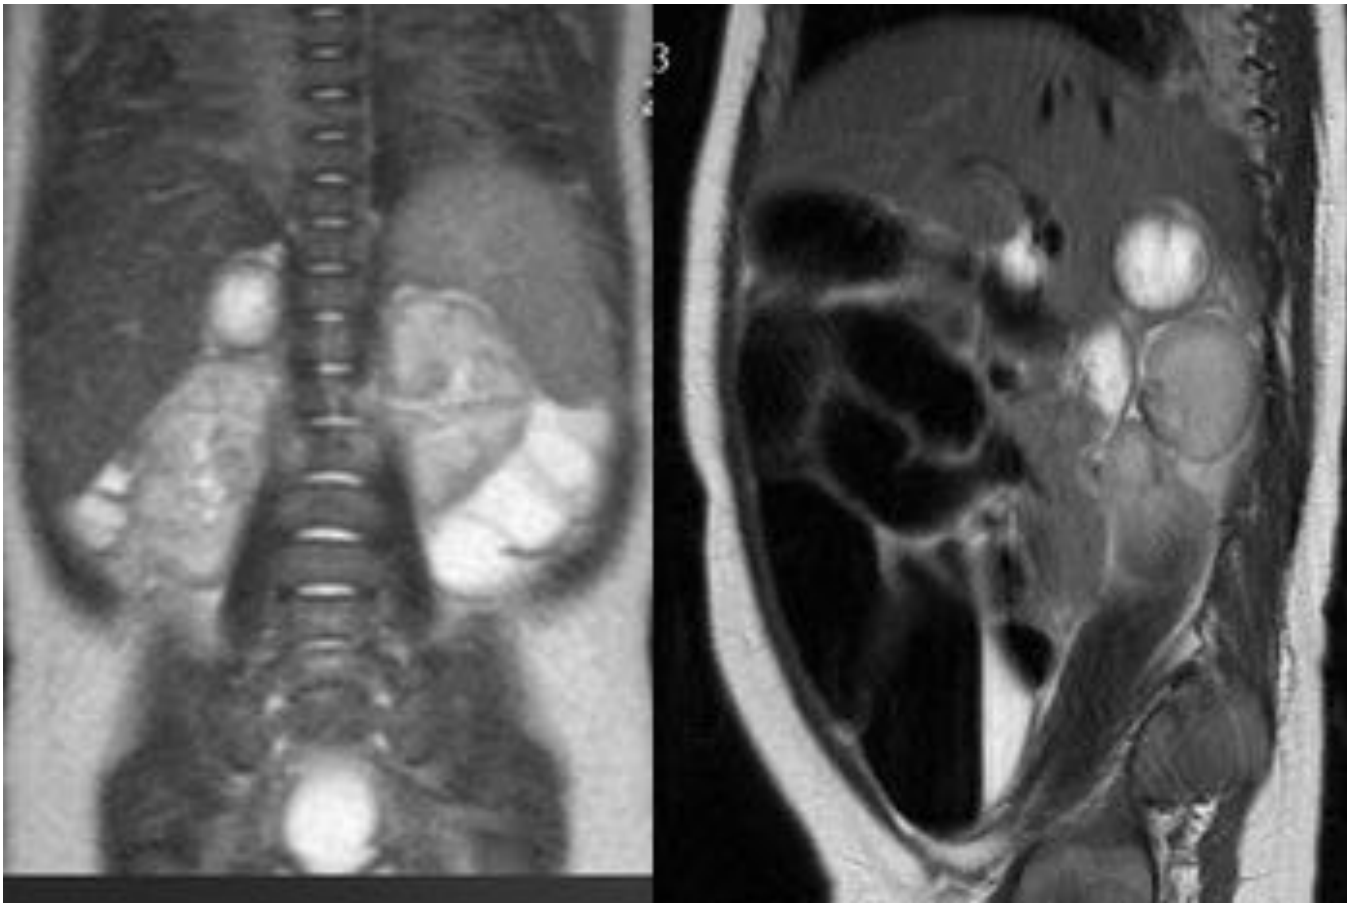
Hemorragia suprarrenal derecha. Estudio de RM en secuencia T1. Lesion predominantemente hiperintensa con halo hipointenso de hemosiderina.
